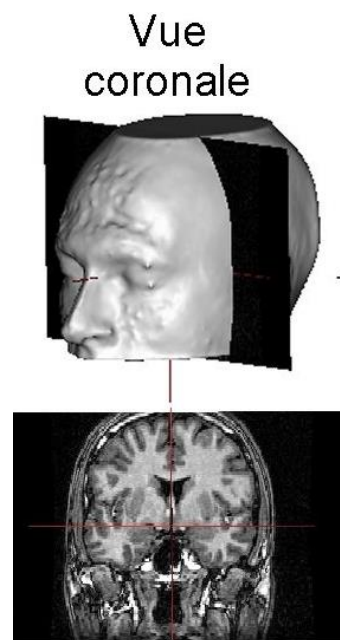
Coupe coronal d'une IRM cérébrale [13].
